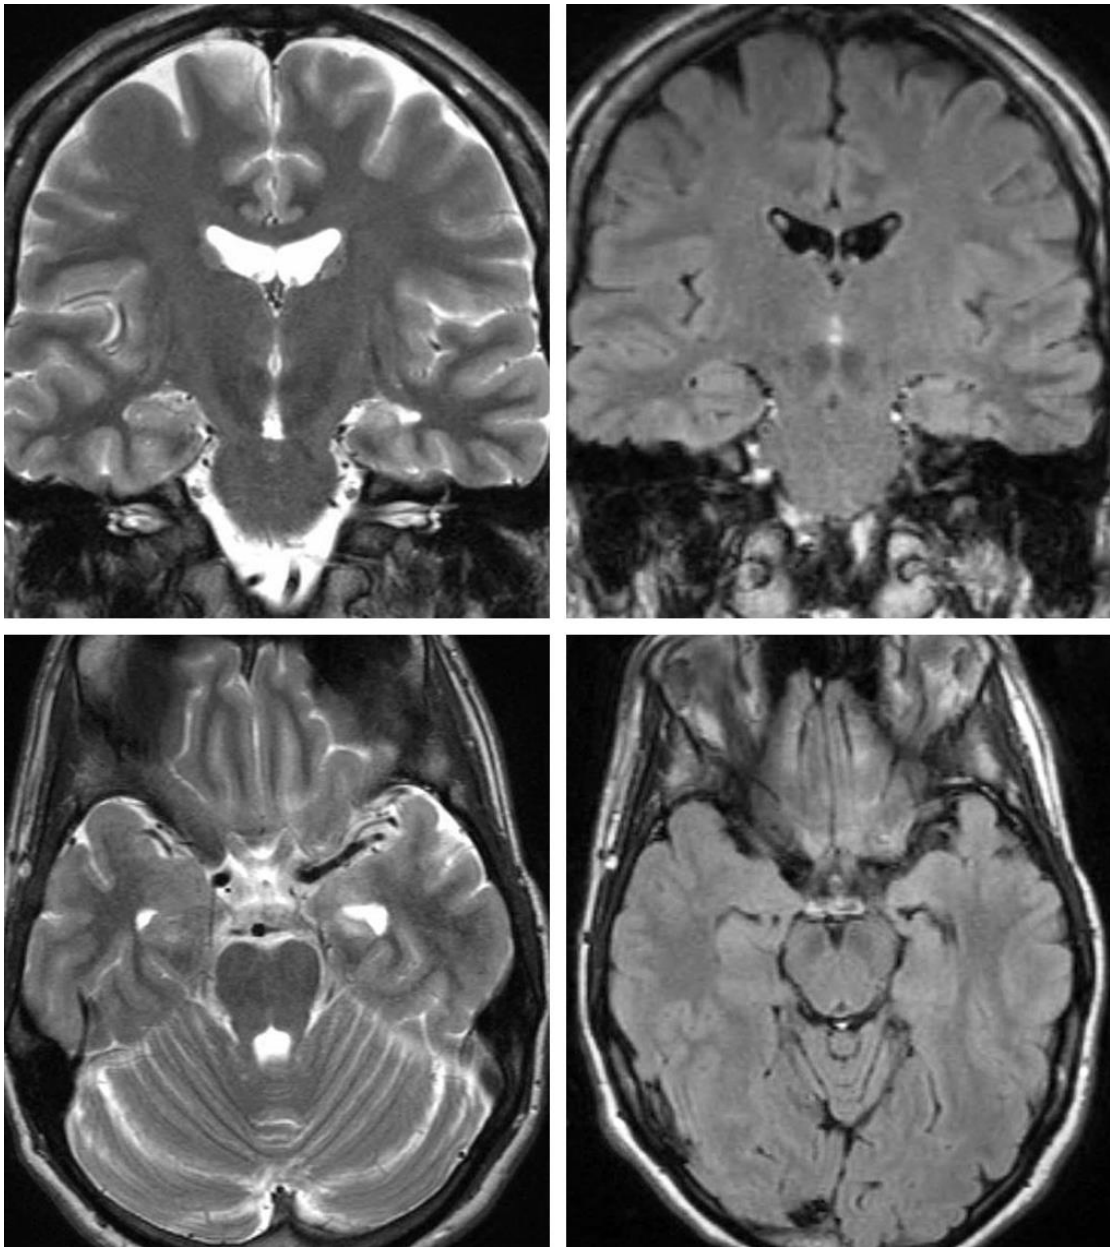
左侧颞叶内侧硬化。注意 T2 和 FLAIR 序列显示左侧海马萎缩和明确的高信号。
